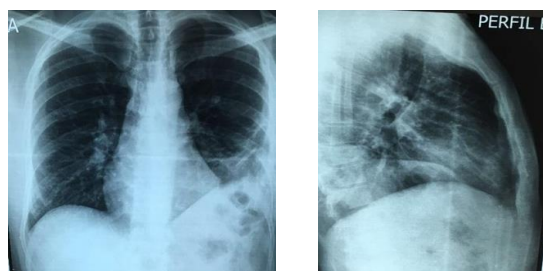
Radiografias ântero-posterior e perfil do Paciente no pós-operatório
